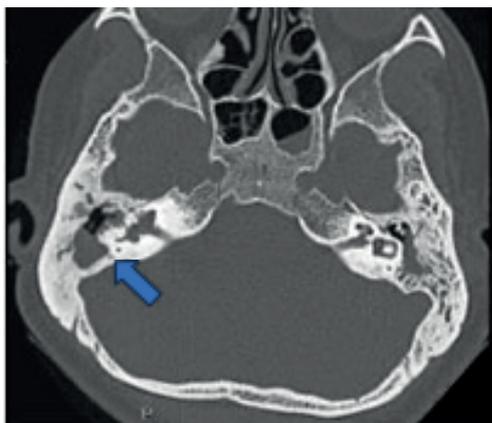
TAC de oídos simple. Corte axial: lesión hipodensa que genera erosión de celdillas mastoideas vestibulo y cóclea derecha, señalada con flecha de color azul. Otitis media con efusión derecha. Fuente: imágenes tomadas de los pacientes [Fuente: imagen tomada del archivo de imágenes diagnósticas del paciente, Hospital Federico Lleras Acosta]
